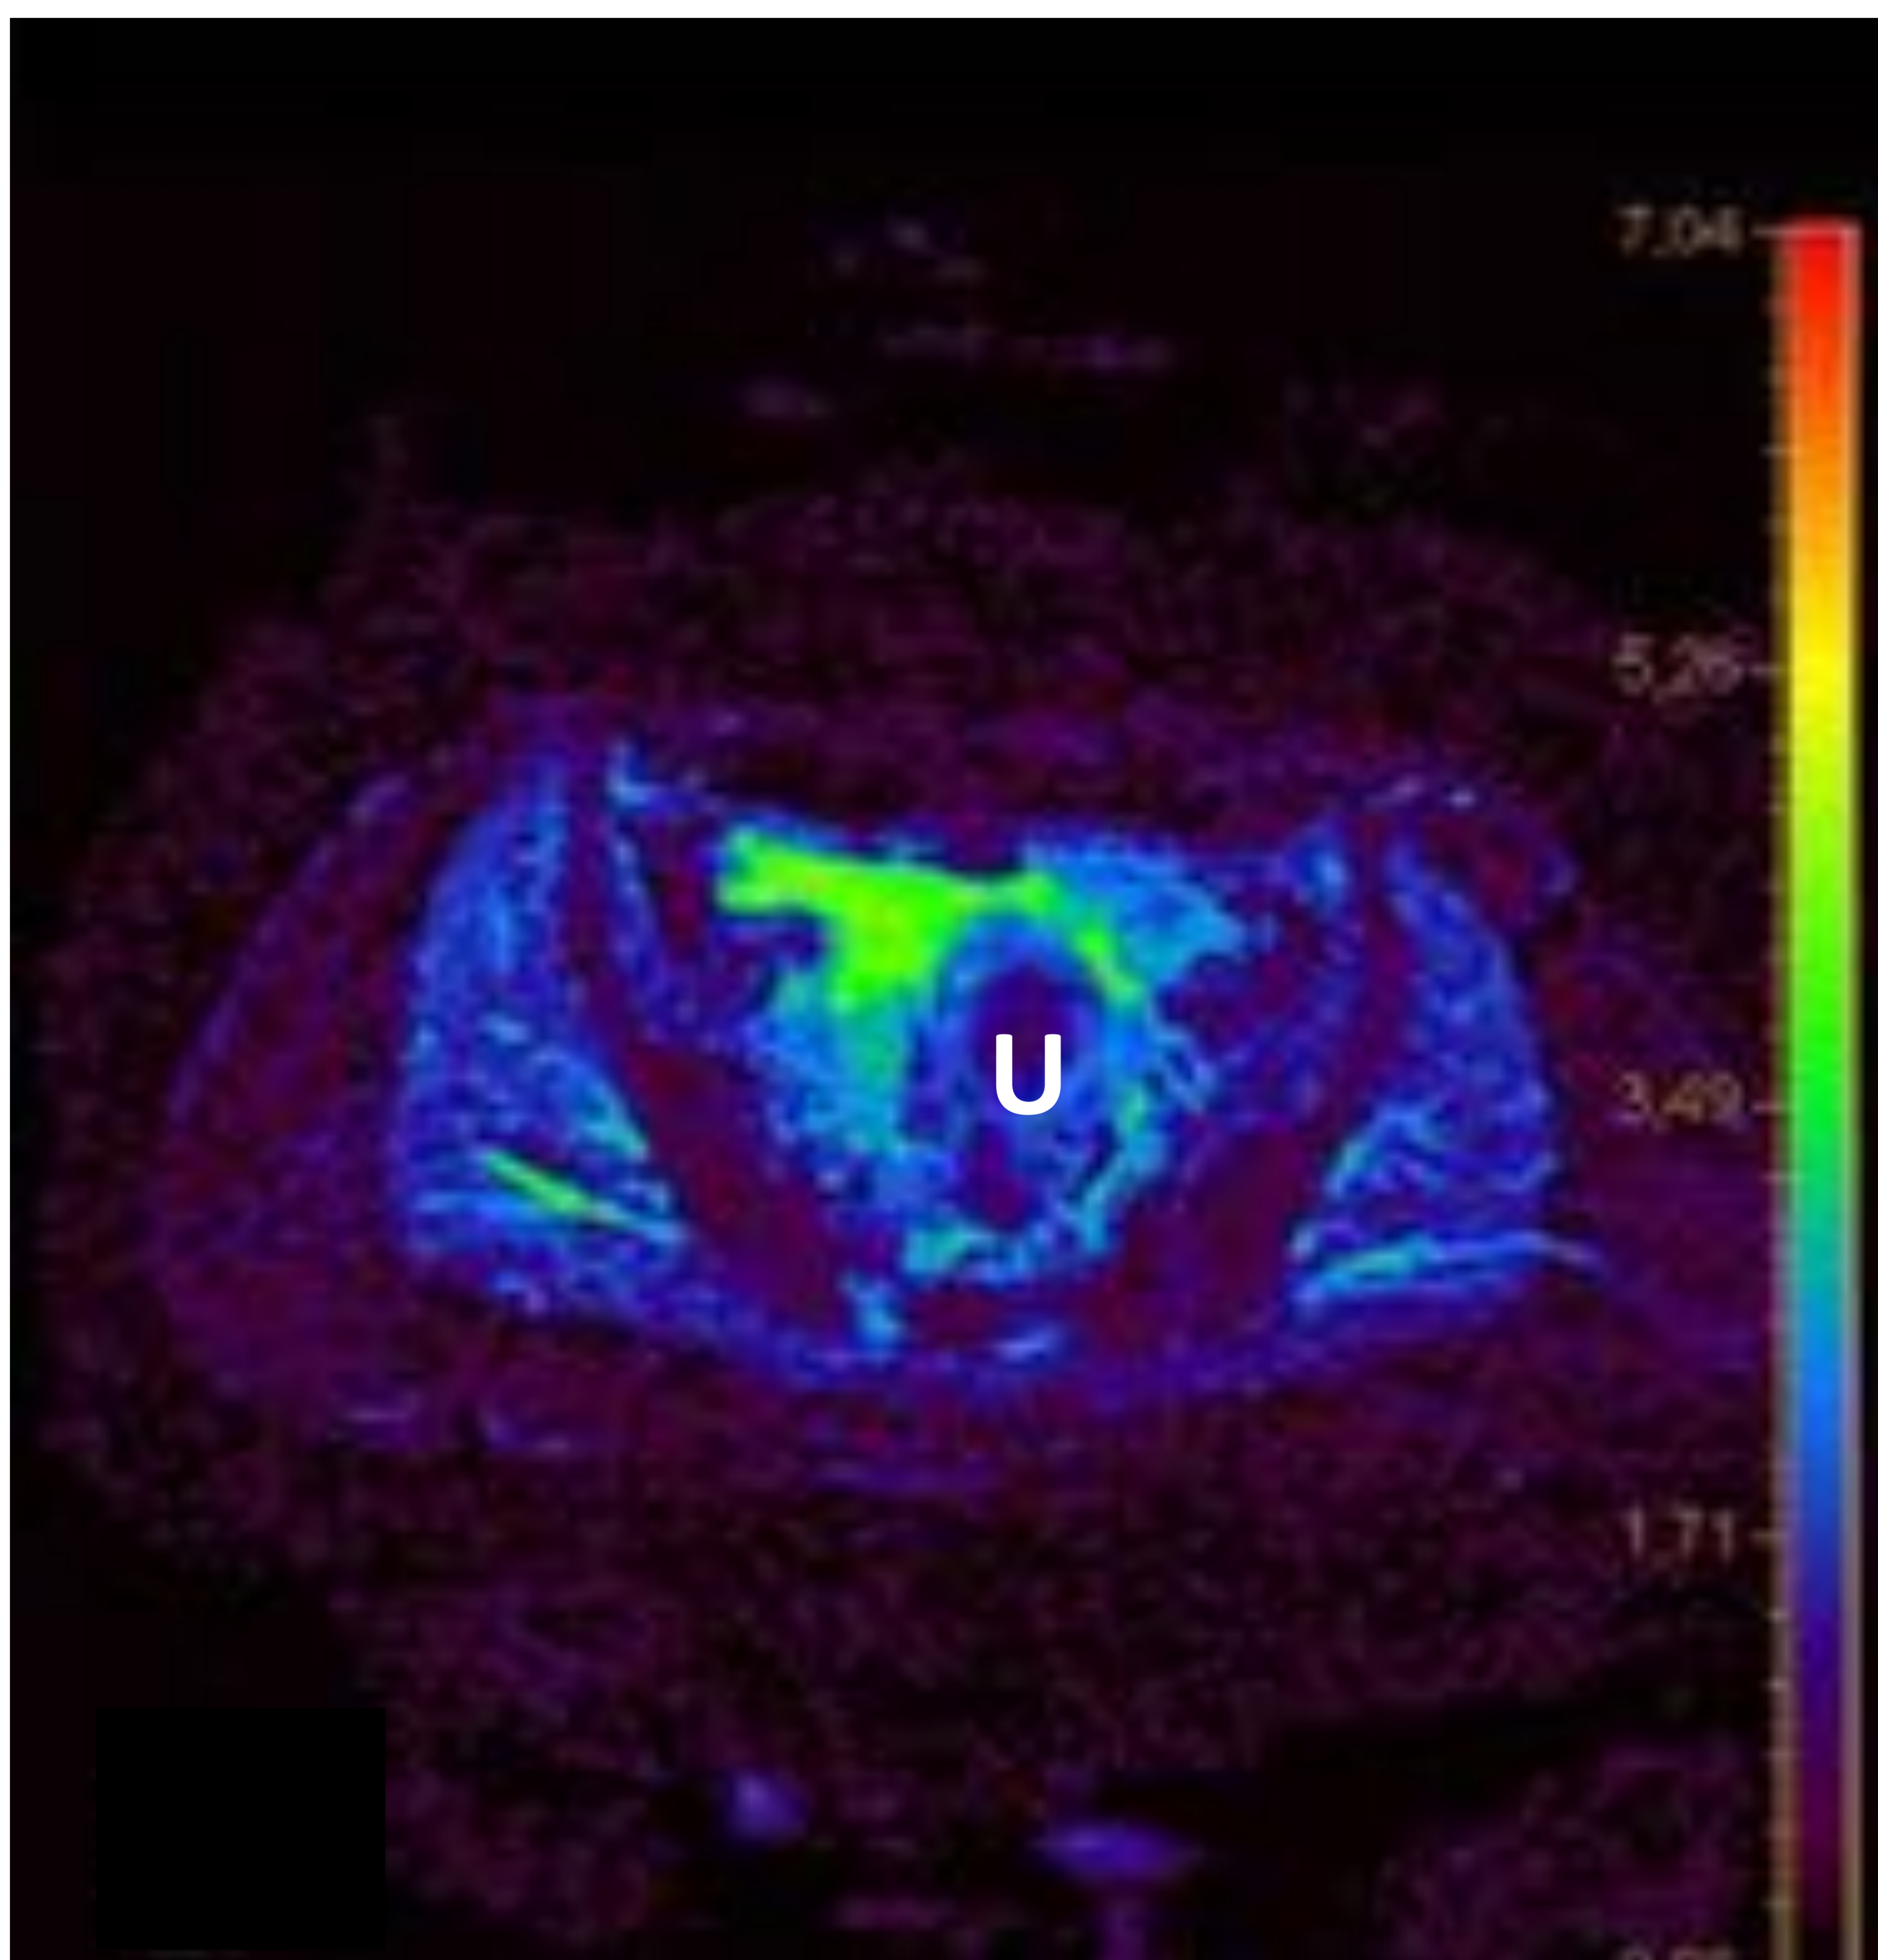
Misma paciente que figuras 1, 2 y 3. RM de pelvis. Mapa ADC correspondiente a la secuencia de difusión. El líquido pélvico (representado en color verde) que engloba al útero (U) presenta unos valores de ADC elevados (en torno a 4), lo que indica escasa celularidad, y sugiere por tanto patología de bajo grado histológico. La paciente fue sometida a cirugía citorreductora + HIPEC, con el diagnóstico anatomopatológico de pseudomixoma peritoneal de tipo adenocarcinoma mucinoso de bajo grado.
